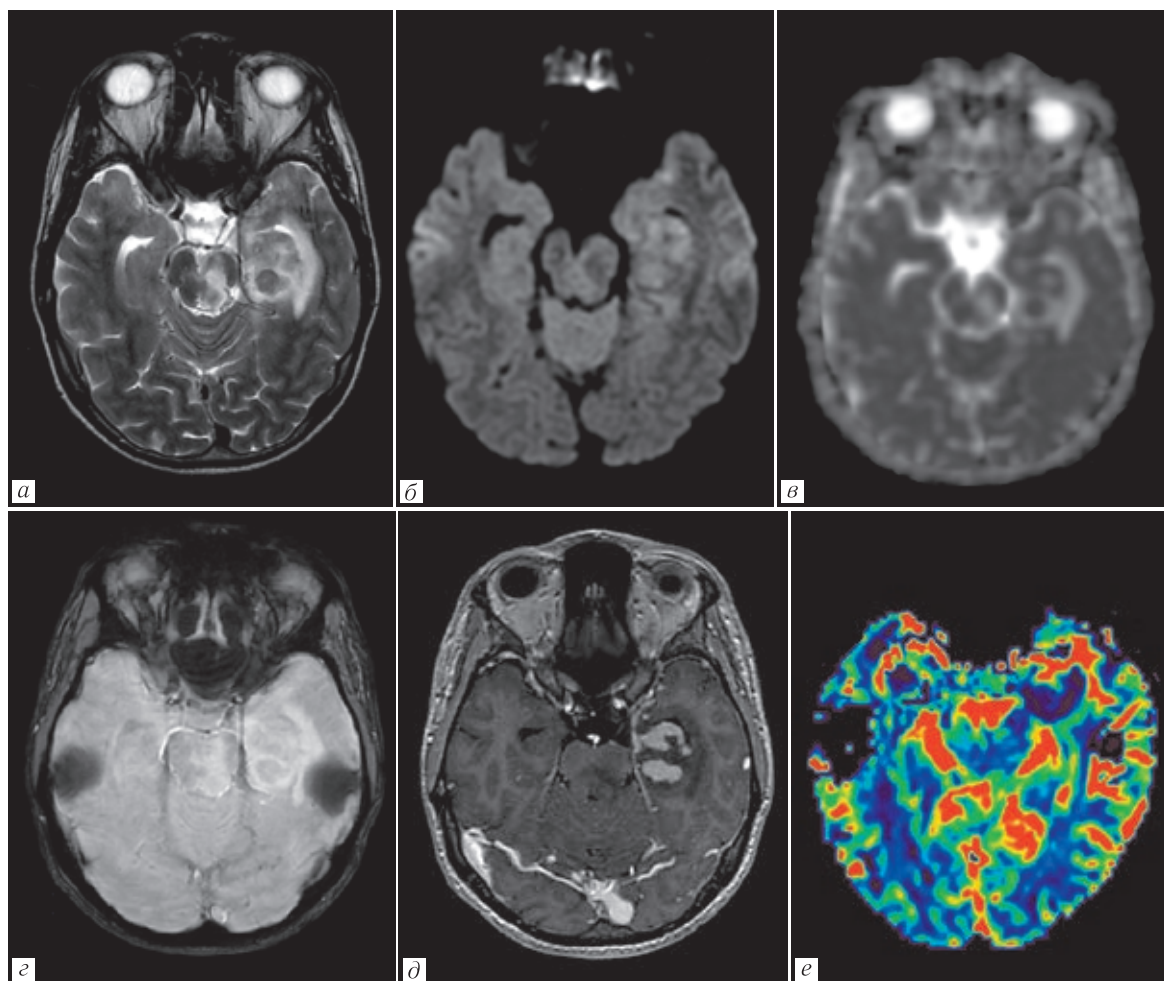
МРТ головного мозга у пациента с тенториальной MALT-лимфомой: *а* — T2-ВИ; *б* — DWI; *в* — ADC; *г* — SWI; *д* — T1-ВИ с контрастированием; *е* — DSC-перфузия. В медиальных отделах левой височной области, визуализируется экстрамозговое образование с ярким и гомогенным контрастированием с феноменом «дурально-го хвоста». Окружающий вазогенный отек и масс-эффект минимальны. DWI и карта ADC показывают низкую диффузию. Опухоль демонстрирует низкие значения CBV на перфузионных изображениях
